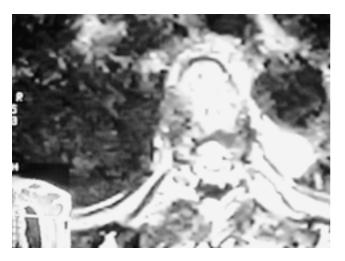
La RM revela una masa paravertebral izquierda de densidad redondeada y consistencia homogénea.
